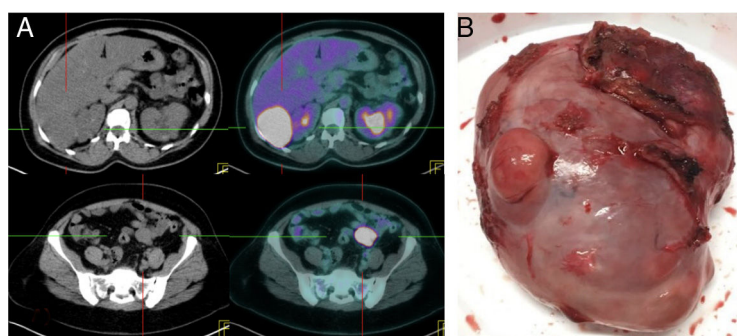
A) PET/TC mostrando 2 focos de captación a nivel de las lesiones en espacio de Morrison y mesosigma con SUV máximo de 26,4 y 24,8, respectivamente. B) Pieza quirúrgica de la lesión localizada en espacio de Morrison.
